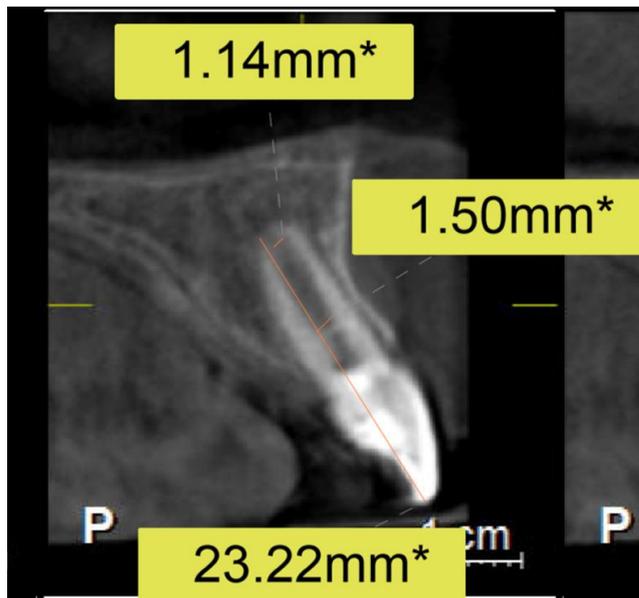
tomografia, 1 ano após o tratamento de revascularização, mostrando em corte axial, as medidas do comprimento e diâmetro apical e do terço médio da raiz, com evidente ganho em espessura de dentina ao longo do canal, e fechamento do diâmetro apical.
